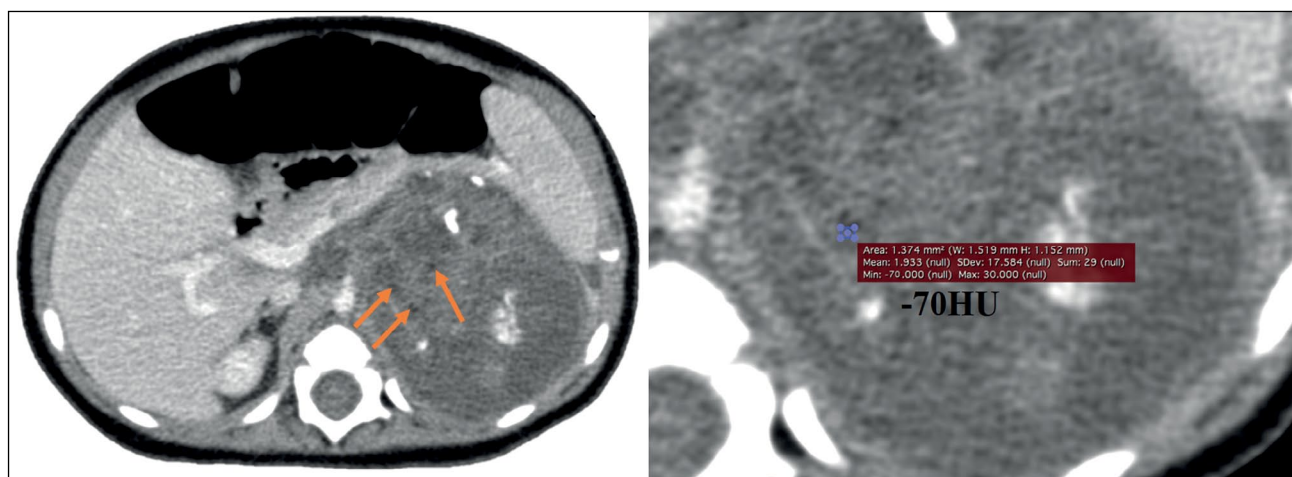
2020 年 9 月 23 日腹腔造影剂增强的初始 CT 扫描（轴向投影）。箭头所示为肿瘤结构中的小低密度包涵体，密度-70 HU。
